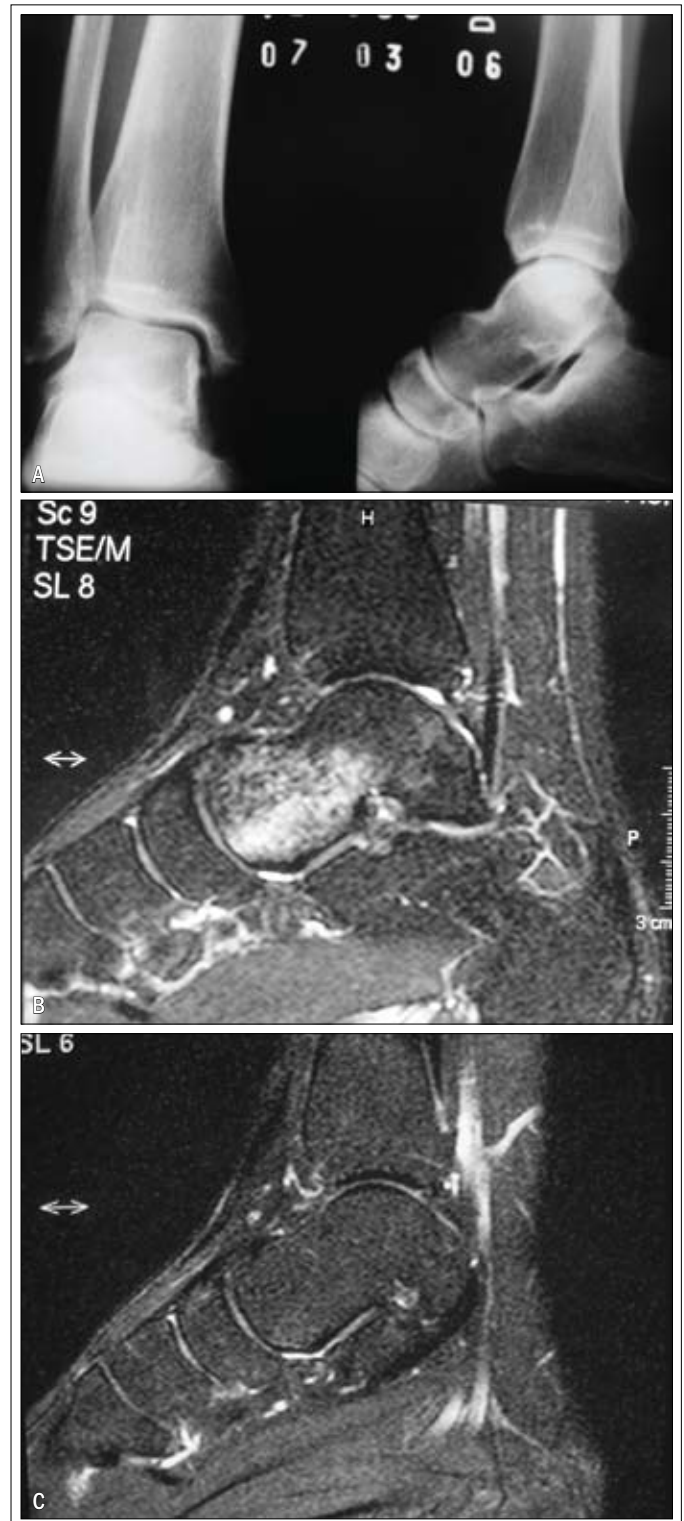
A) Radiografia normal de tornozelo; B) RM em T2 com hiperssinal (edema ósseo) do tálus; C) RM em T2 normal (controle de 6m).
